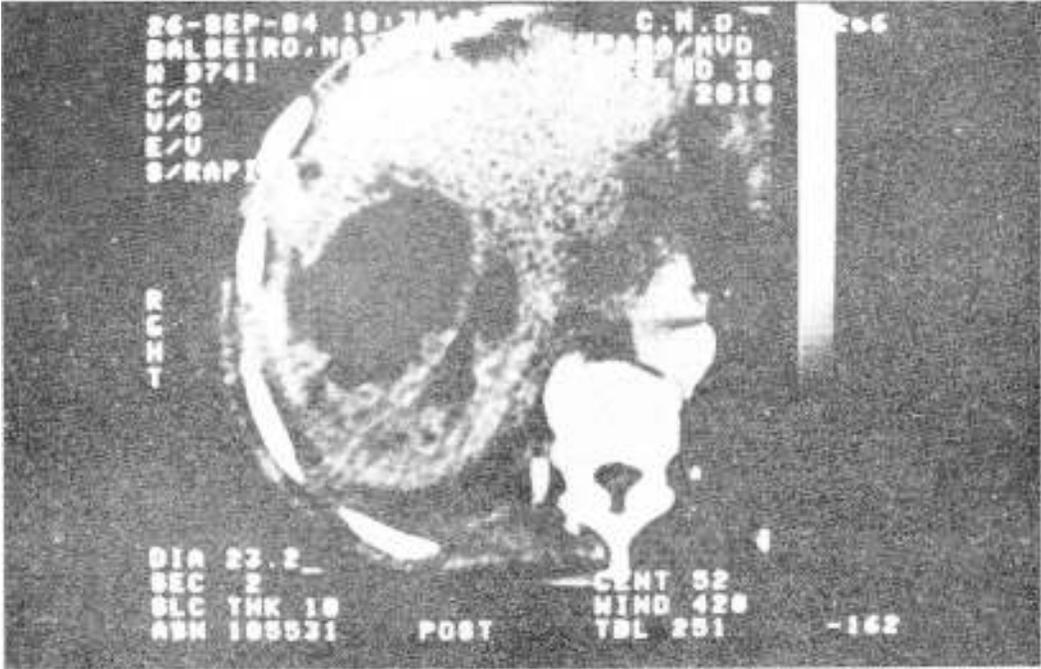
TAC del absceso hepático (Caso III).
